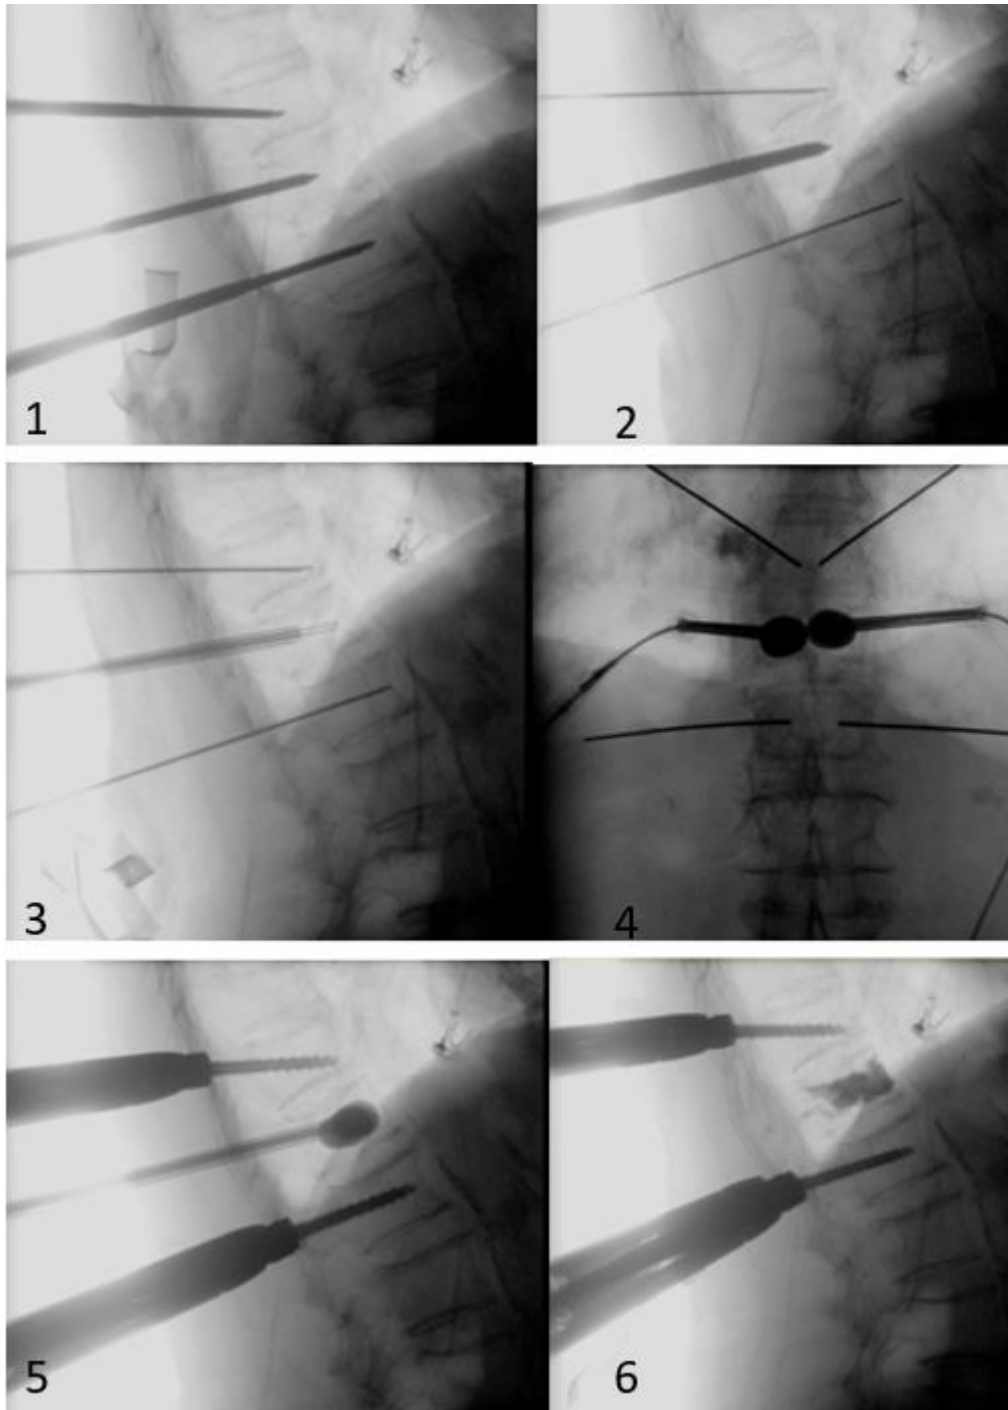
Repräsentative Aufnahmen der intraoperativen Röntgenkontrolle der Operationsschritte der minimalinvasiven Hybridstabilisierung. Aufnahmen aus dem Rhein Maas Klinikum in Würselen.
